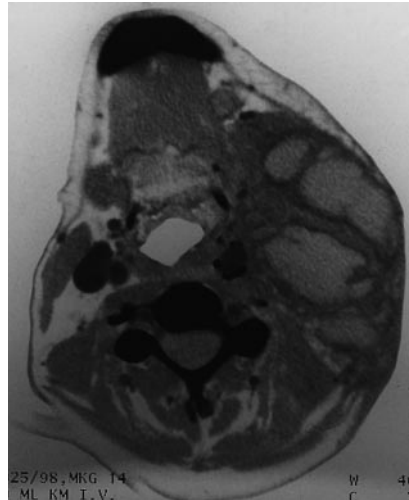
▲ CT Aufnahme einer Carotisinfiltration bei Head and Neck-Tumor
